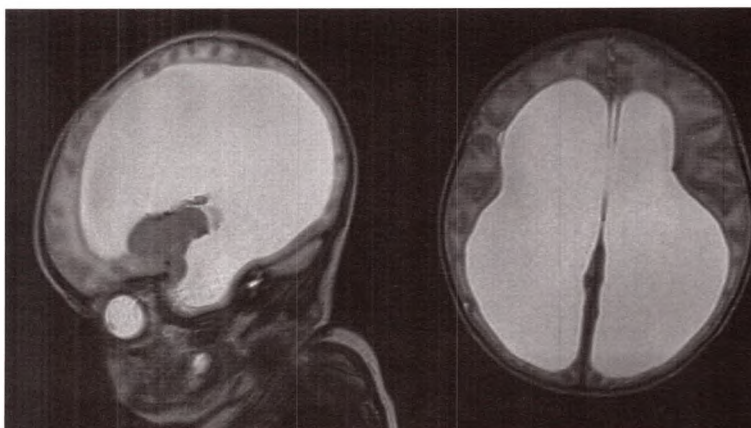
Ⓢ IRM T2 réalisée chez un nouveau-né pour bombement des fontanelles et hypotonie. Volumineuse ventriculomégalie en coupes sagittale et axiale.
